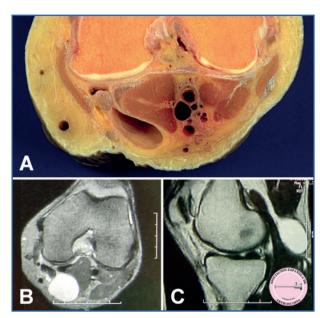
Corte anatómico y resonancia magnética de quiste poplíteo. En el corte anatómico en cadáver se observa la cavidad del quiste poplíteo (A), (agradecimiento por la cesión de la imagen a Pau Golano, in memoriam). Mediante estudios de resonancia magnética, el contenido líquido del quiste se visualiza fácilmente tanto en secuencias axiales (B) como sagitales (C).
